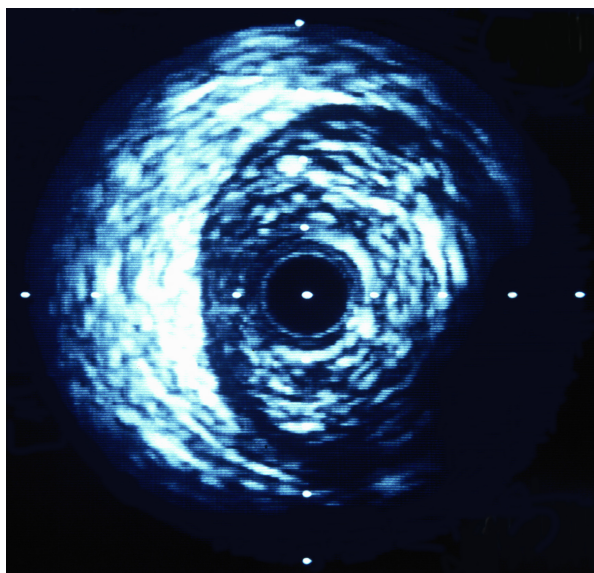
Intravaskuläres Ultraschallbild des Verschußareals, Gefäßdiameter ultrasonographisch: 4,68mm.
